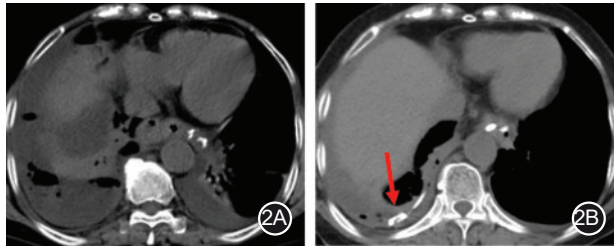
漏腔置管前后CT扫描 2A.CT平扫见右侧胸腹腔气液混杂密度影,无法准确判断漏腔范围;2B.经漏口置入漏腔引流管后第6天行CT平扫见肝周少量积液,漏腔明显缩小(红色箭头所指为引流导管头端)
